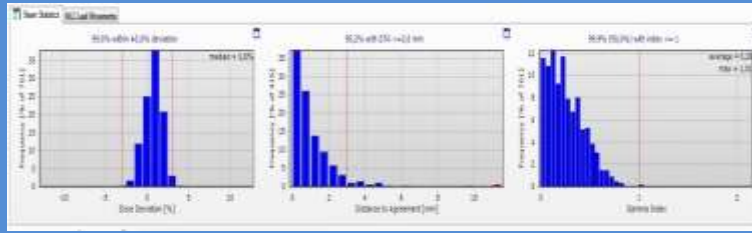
Messung für AAA am nativ realen Phantom-CT (PMMA mit 130 HU abgebildet)
